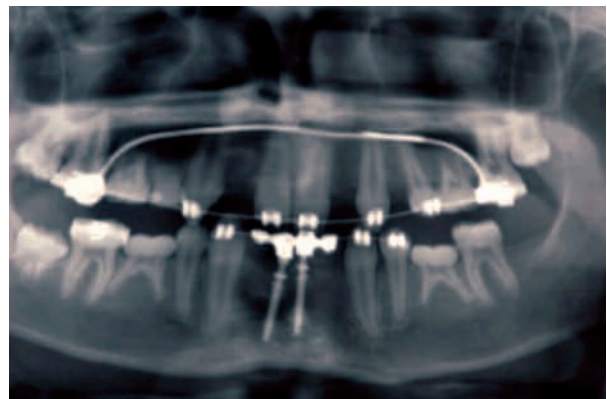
Ortopantomografía tres años después de la colocación de los implantes.
